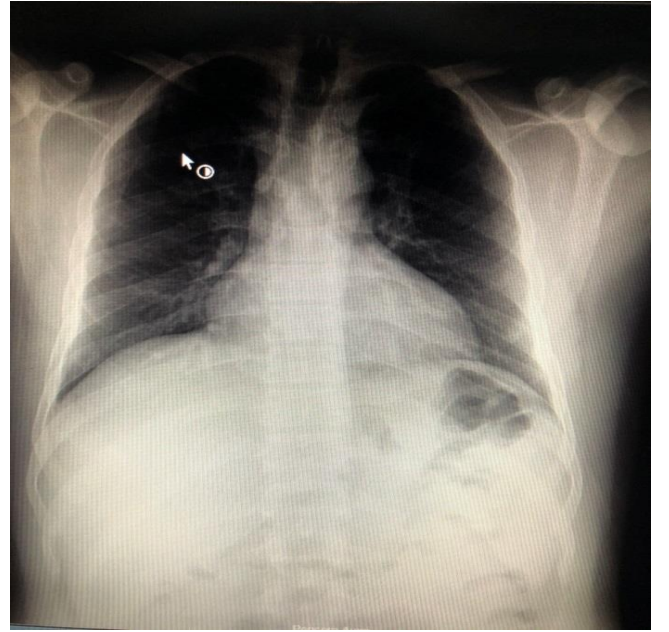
PA akciğer grafisinde bilateral parakardial heterojen parankimal infiltrasyonlar.
